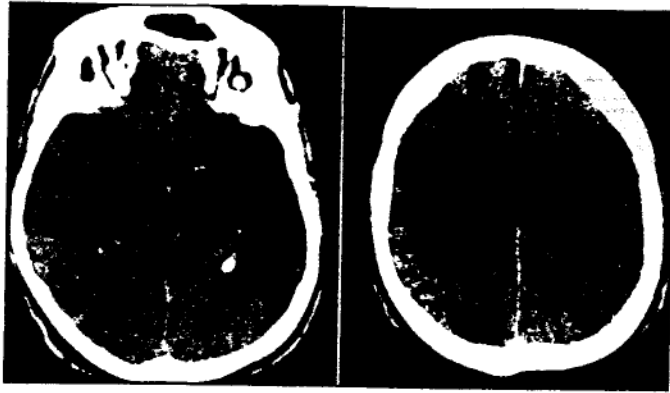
CT cerebral nativ:
